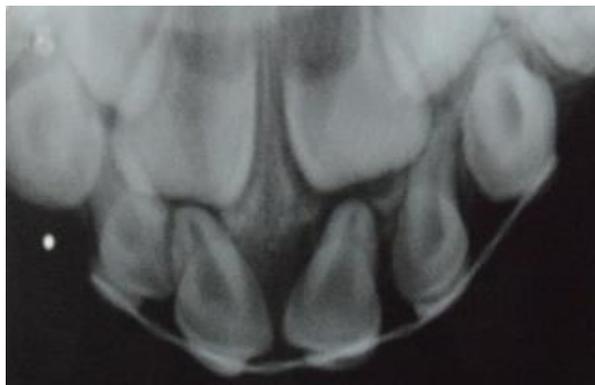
Radiografia oclusal dente 61 para verificação do reimplante.
